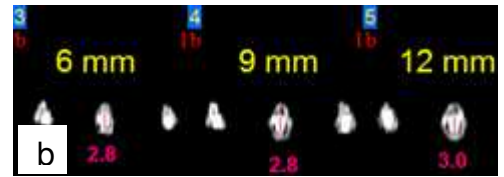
(b)- Tomografia do canal cirúrgico da amostra 13
